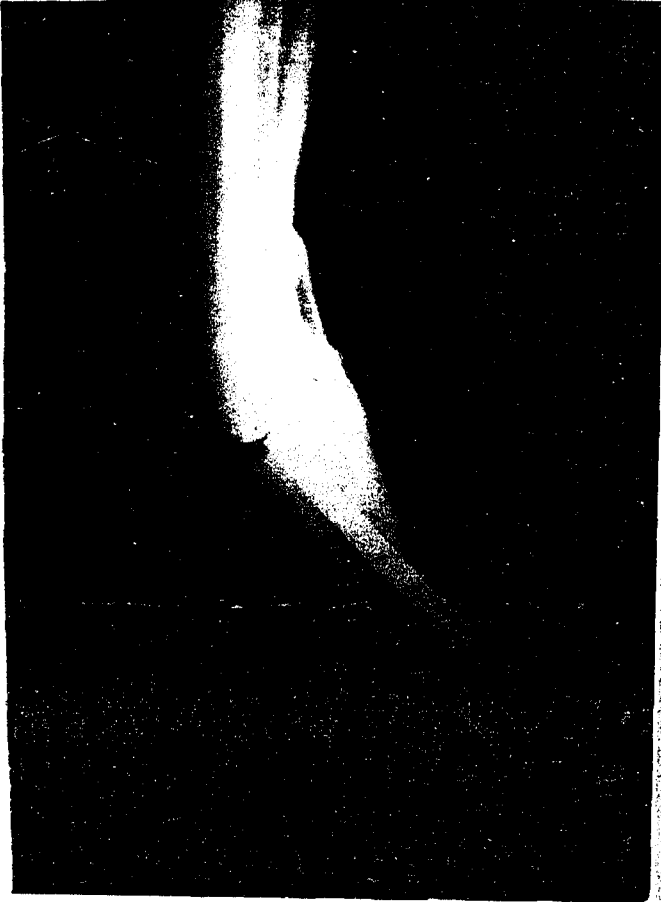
7 Sol tibia ve fibula parçalı kırığın ameliyattan önce çekilen antero-posterior grafisi
